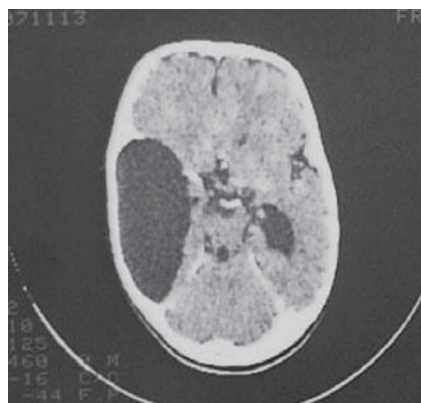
TAC crânio-encefálica, 1986, evidenciando o quisto porencefálico prévio à colocação da DVP
